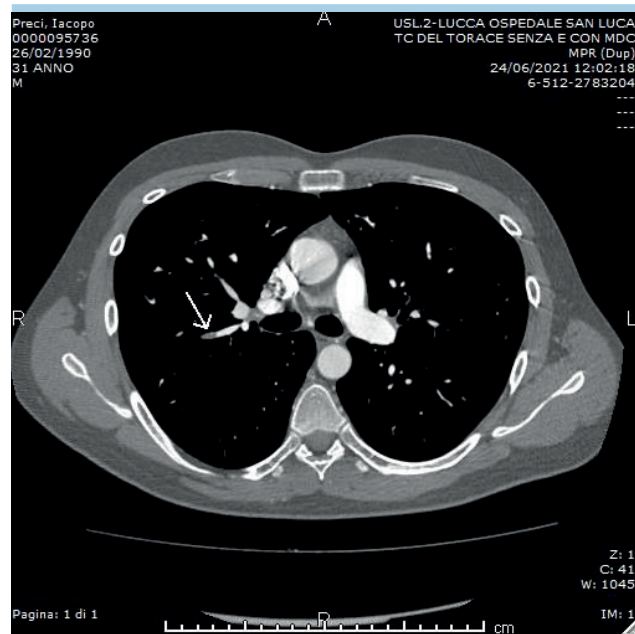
Immagine angio-tomografica del circolo polmonare. Si apprezza un difetto di opacizzazione a carico del ramo segmentario posteriore del lobo superiore compatibile con embolia polmonare acuta (freccia).
